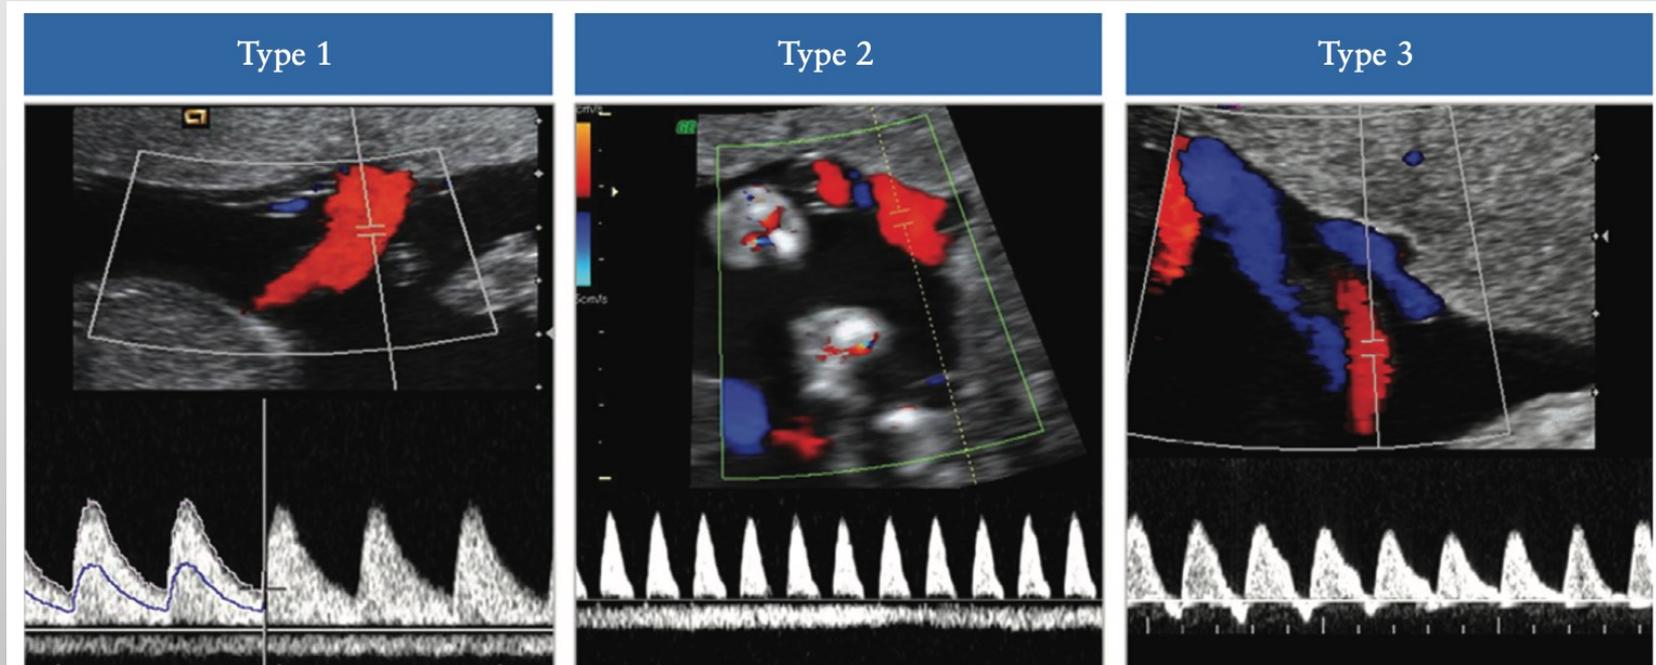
Classification of selective fetal growth restriction in monochorionic twin pregnancy. In Type I, the umbilical artery Doppler waveform has positive end-diastolic flow, while in Type II there is absent or reversed end-diastolic flow (AREDF). In Type III there is a cyclical/intermittent pattern of AREDF.
